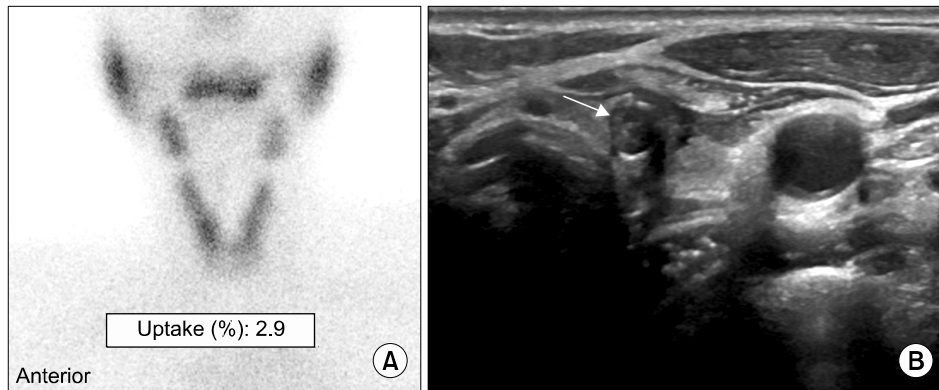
^{99m}Tc -scan and thyroid ultrasonography images. (A) A thyroid scan with ^{99m}Tc reveal diffuse thyroid uptake (2.9%) and no cold area. (B) A thyroid ultrasonography transverse view shows 0.8 cm sized nodule with peripheral rim calcification (arrow) in left lower lobe.
